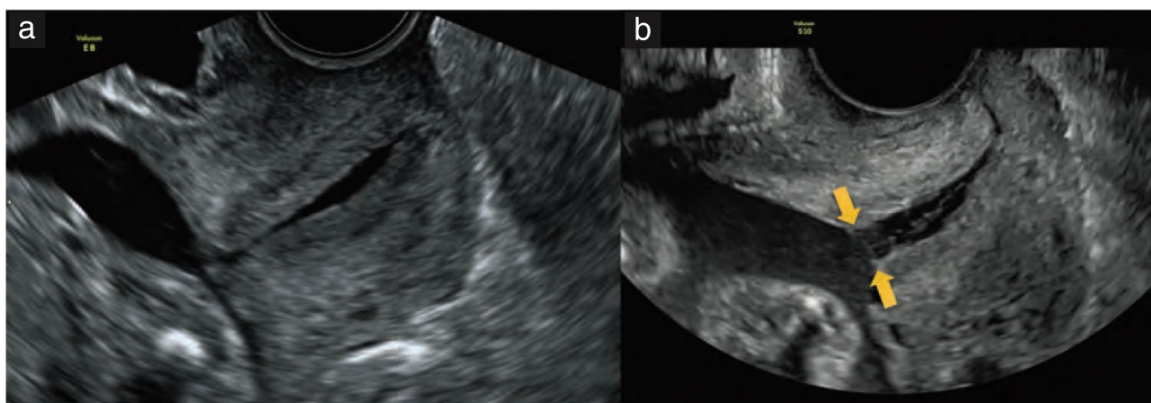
Imágenes de ultrasonido transvaginal de cuellos uterinos normales con contenido hipoeicoico dentro del canal endocervical. (a) La mucosidad es visible dentro del canal. (b) Se muestran las membranas amnióticas (flechas), lo que indica que no hay funneling.
